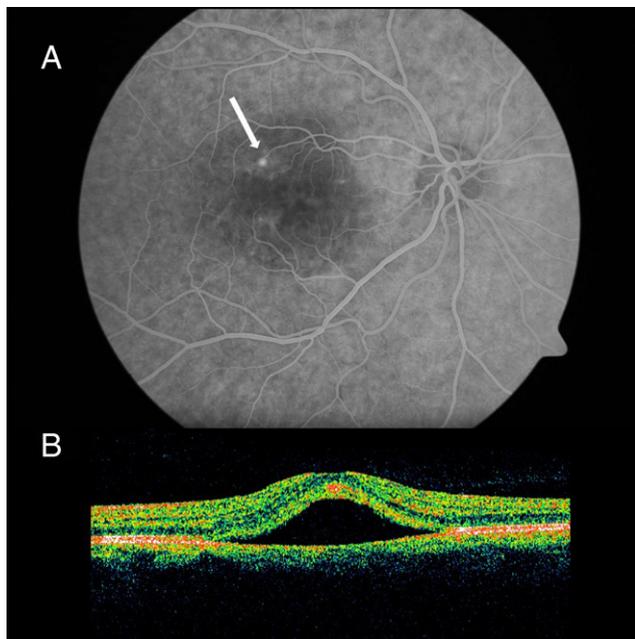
A) Angiografía fluoresceínica donde se aprecia una zona hipofluorescente coincidente con la zona del despegamiento y un punto de fuga hiperfluorescente (flecha blanca) en la fase tardía de llenado arteriovenoso. B) Tomografía de coherencia óptica que demuestra un desprendimiento de la retina neurosensorial con fluido subretiniano.
